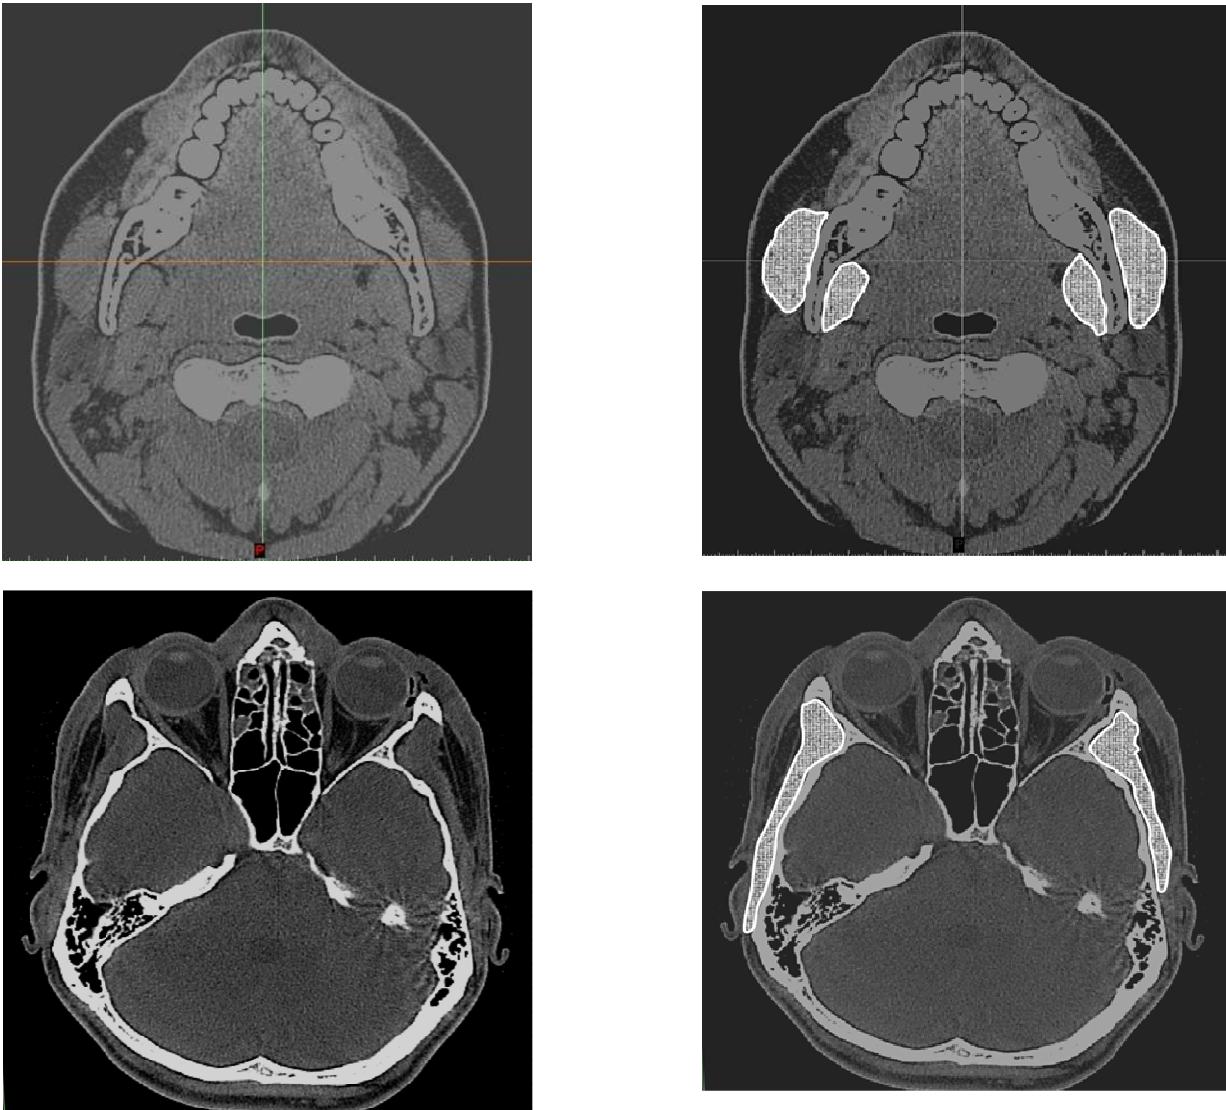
Определение поперечных сечений *m. masseter* (1), *m. pterygoideus medialis* (2), *m. temporalis* (3) в аксиальных срезах компьютерной томограммы.
